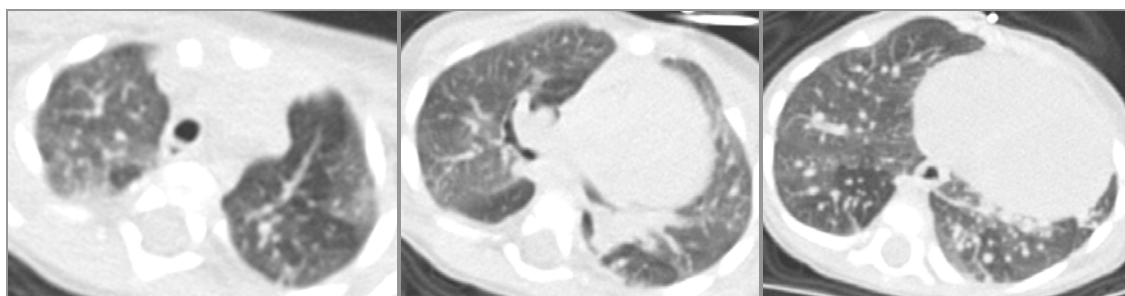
Аксиальные томограммы – симптом «мозаичной перфузии».
